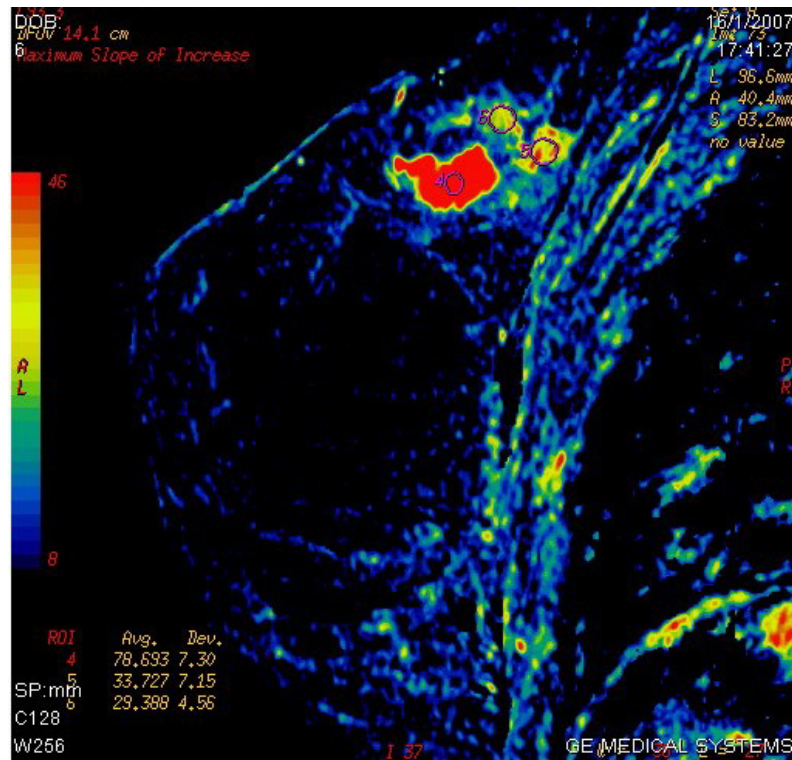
RM mostrando lesão em QSE de mama esquerda com moderada captação pelo meio de contraste com padrões cinéticos e dinâmicos heterogêneos
